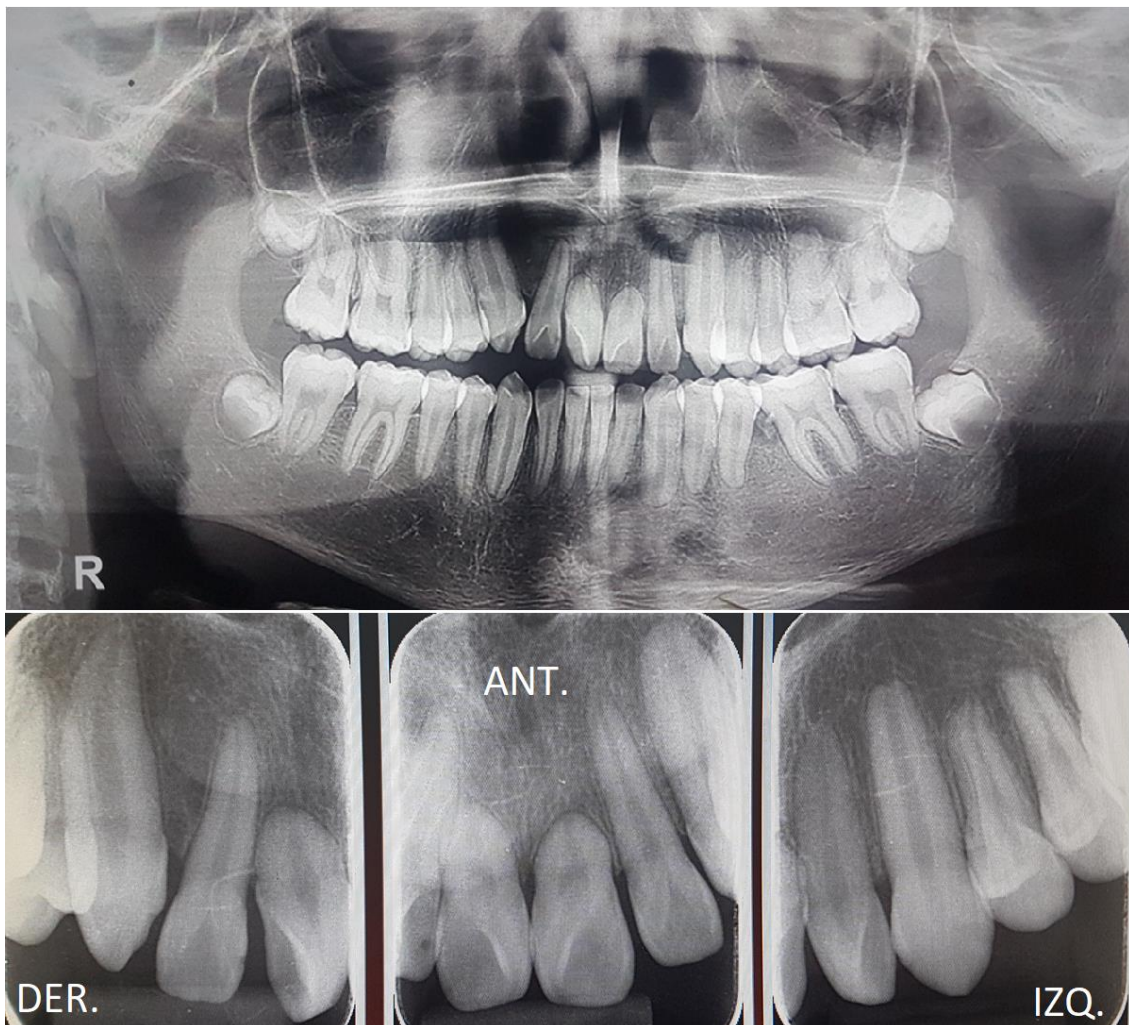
Radiografía panorámica dental del paciente y periapicales del sector anterior previo a tratamiento. Tomada del Centro de Rayos X Dental “Miguelito”, 2018
